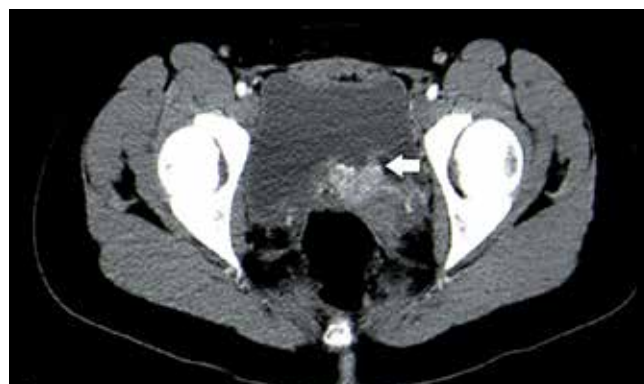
Пациентка Б.: компьютерная томография органов малого таза с внутривенным усилением, аксиальная плоскость. Стрелкой указано образование мочевого пузыря
